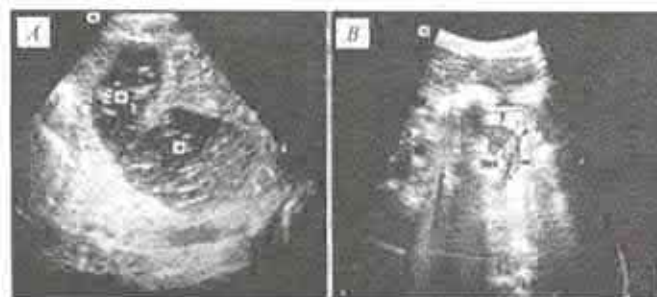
Imagine ultrasonografică a malrotațiilor.
